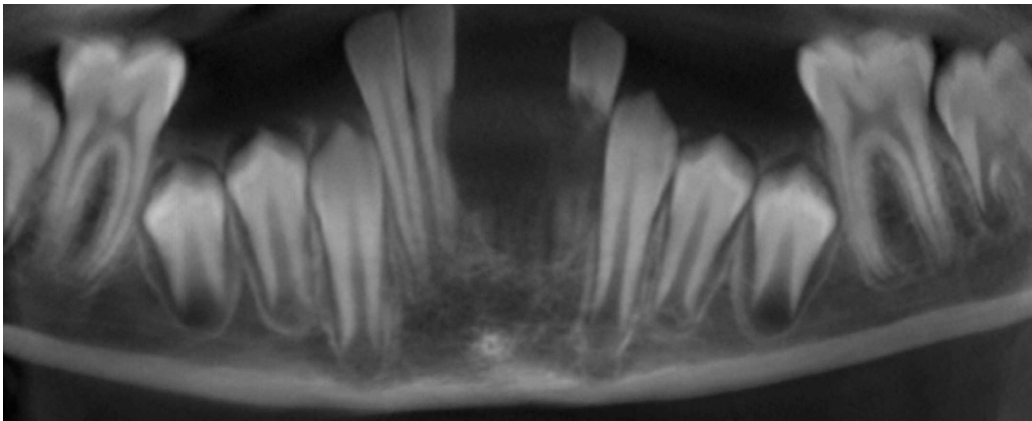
Tomografía volumétrica digital dental: reconstrucción panorámica.
